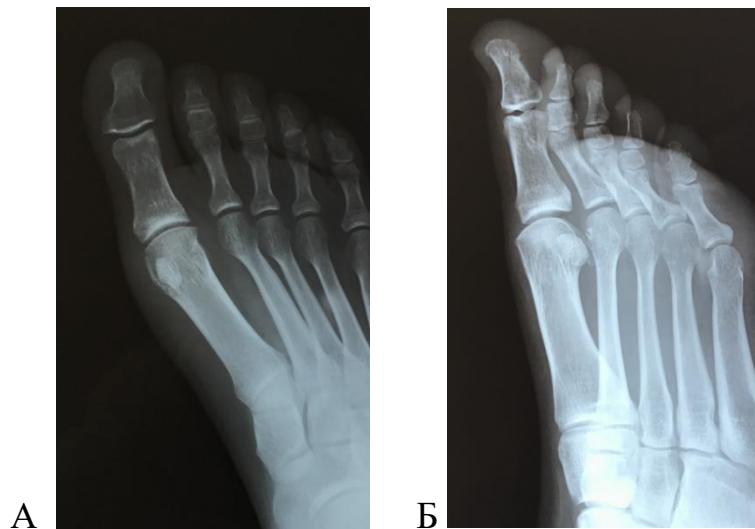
Рентгенограммы И., после операции: А – прямая проекция; Б – косая проекция
